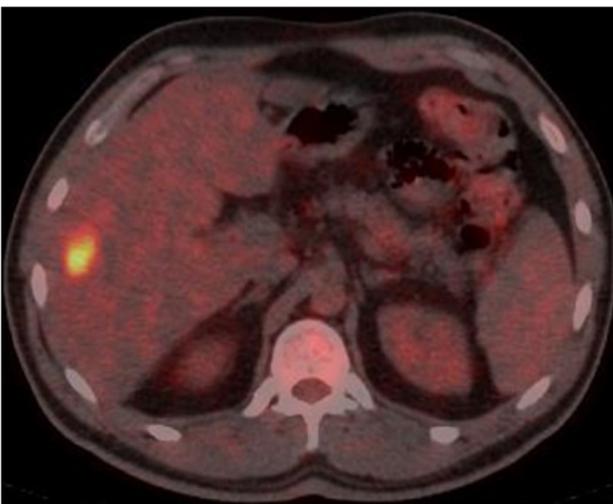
PET-CT shows the absence of radio-tracer uptake in processed mass
